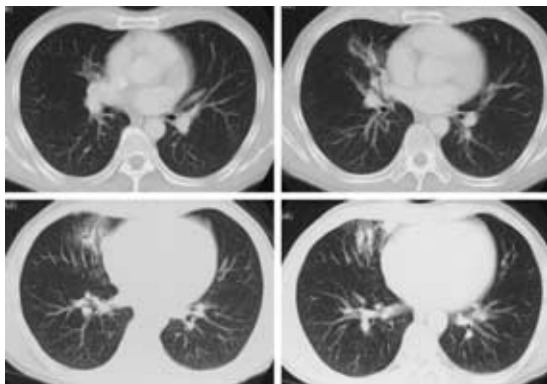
Chest CT on August 13, 2002.
